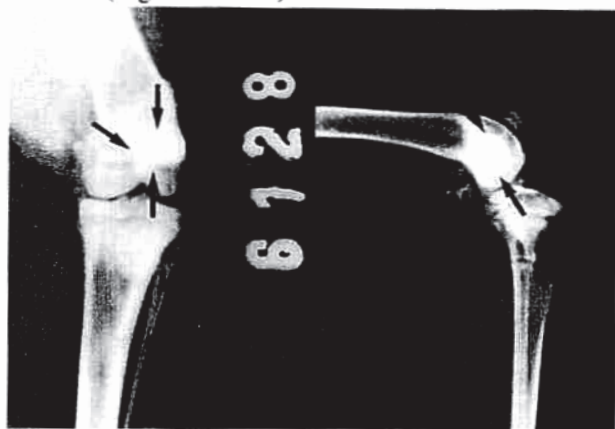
Radiografias em incidências de frente e perfil, com doze semanas, mostrando integração completa do implante de hidroxiapatita porosa de coral.
